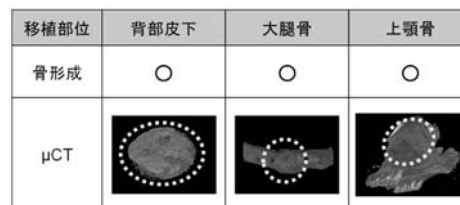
図 MSC-DCs により形成された新生骨(μ CT 像)
